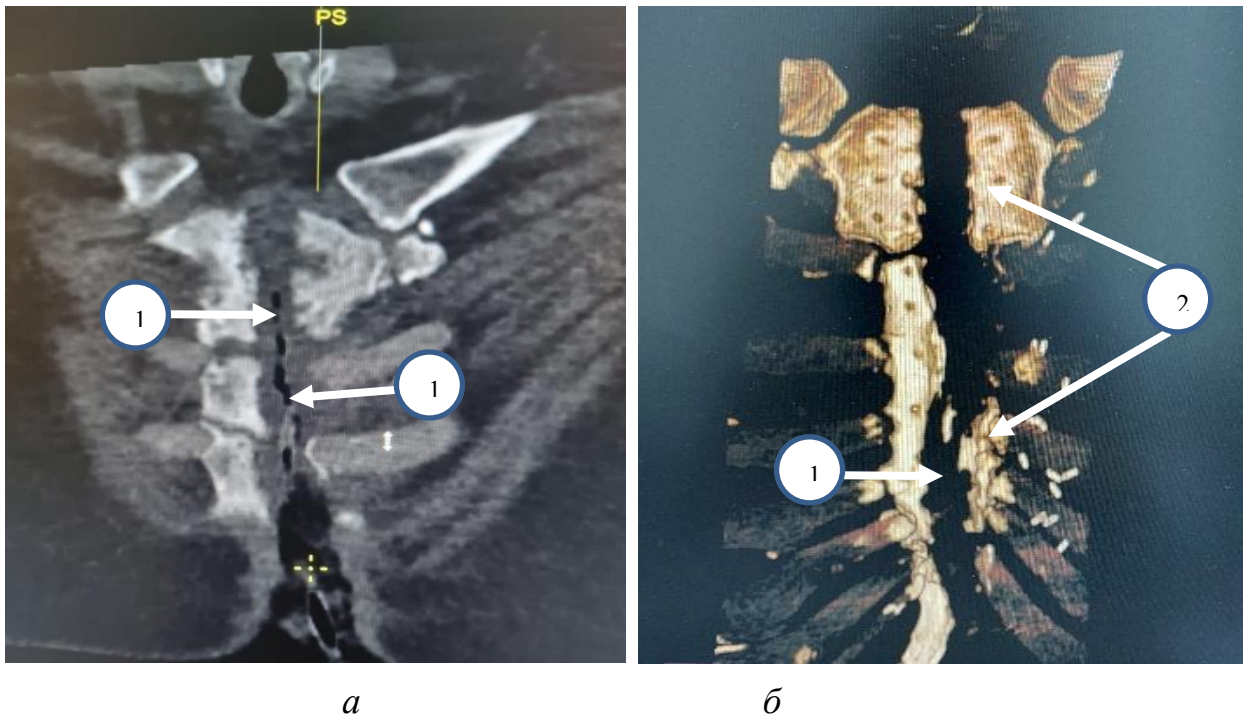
СКТ ОГК больного Б.: *а* - коронарный режим; *б* – 3D реконструкция.
